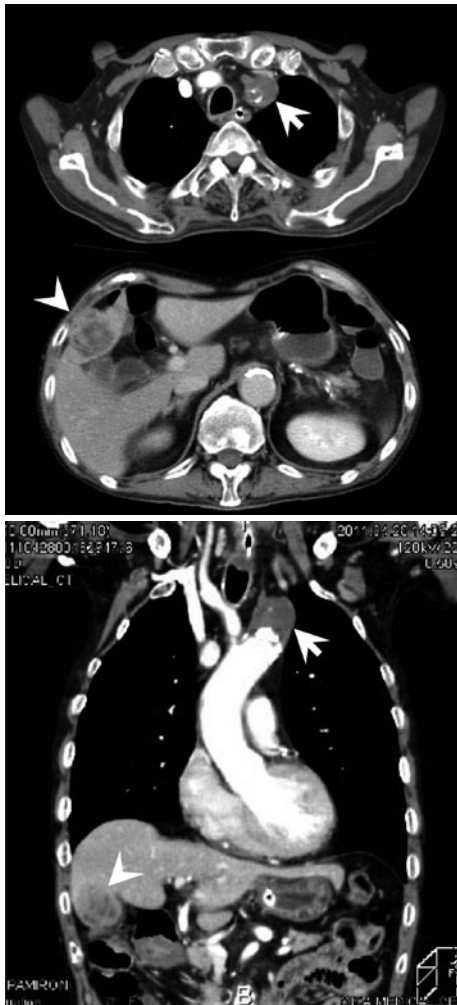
入院時胸腹部造影CT. 大動脈弓に接する腫瘍影(矢印), 左鎖骨下動脈や左総頸動脈の狭窄, 肝臓に腫瘍(矢頭)を認める.
